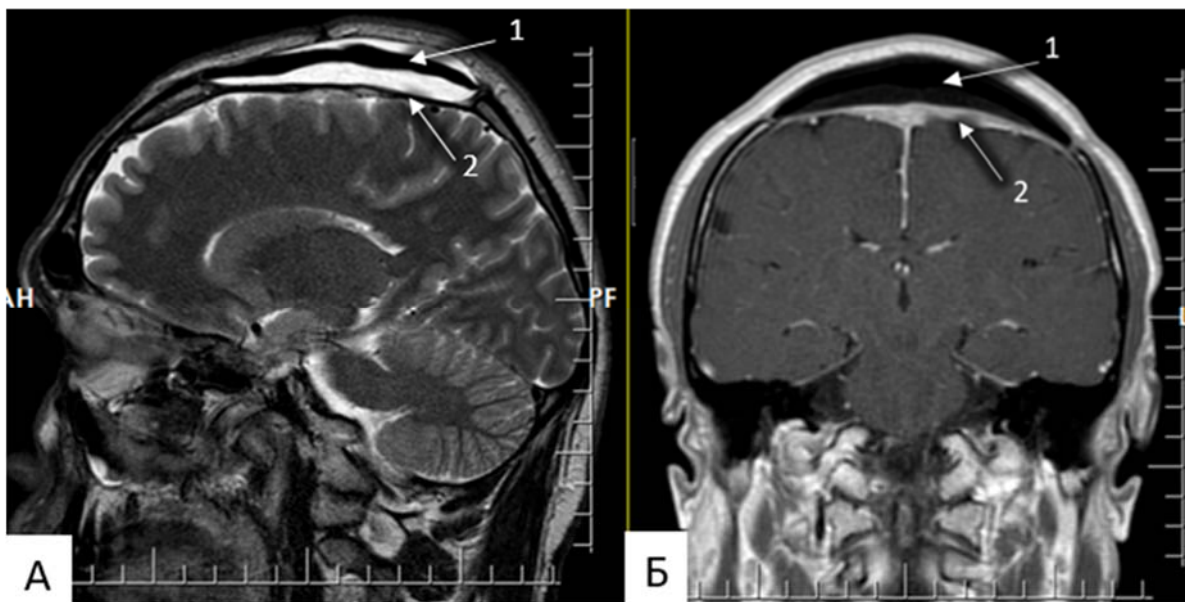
МРТ головного мозга через 24 месяца. А (сагиттальный срез, T2 – взвешенное изображение); Б (коронарный срез, T1-взвешенное изображение с контрастированием); 1 – имплант из полиметилметакрилата; 2 – инфильтрированная опухолью ТМО. Видно свободное пространство между имплантом и ТМО
